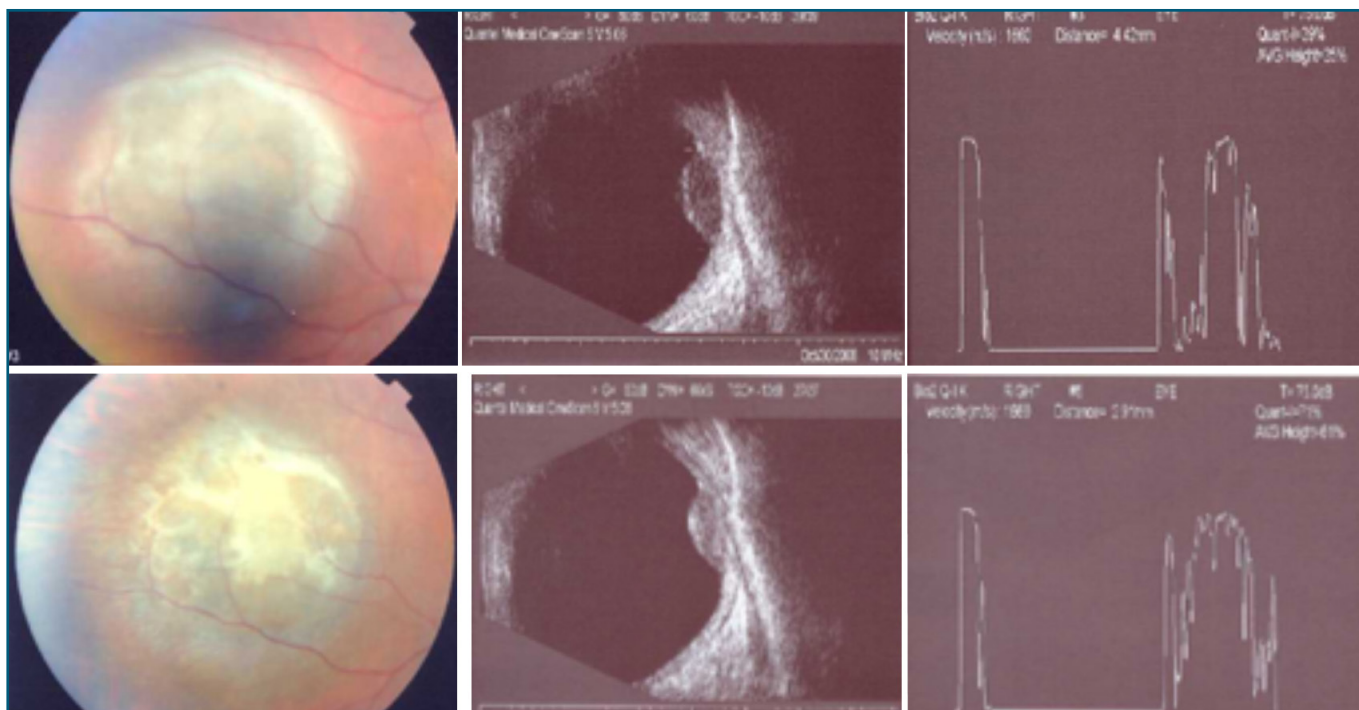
Caratteristiche oftalmoscopiche e ecografiche pre- e post-trattamento di un melanoma coroideale. In alto: lesione cupoliforme poco pigmentata, con bassa riflettività interna.
